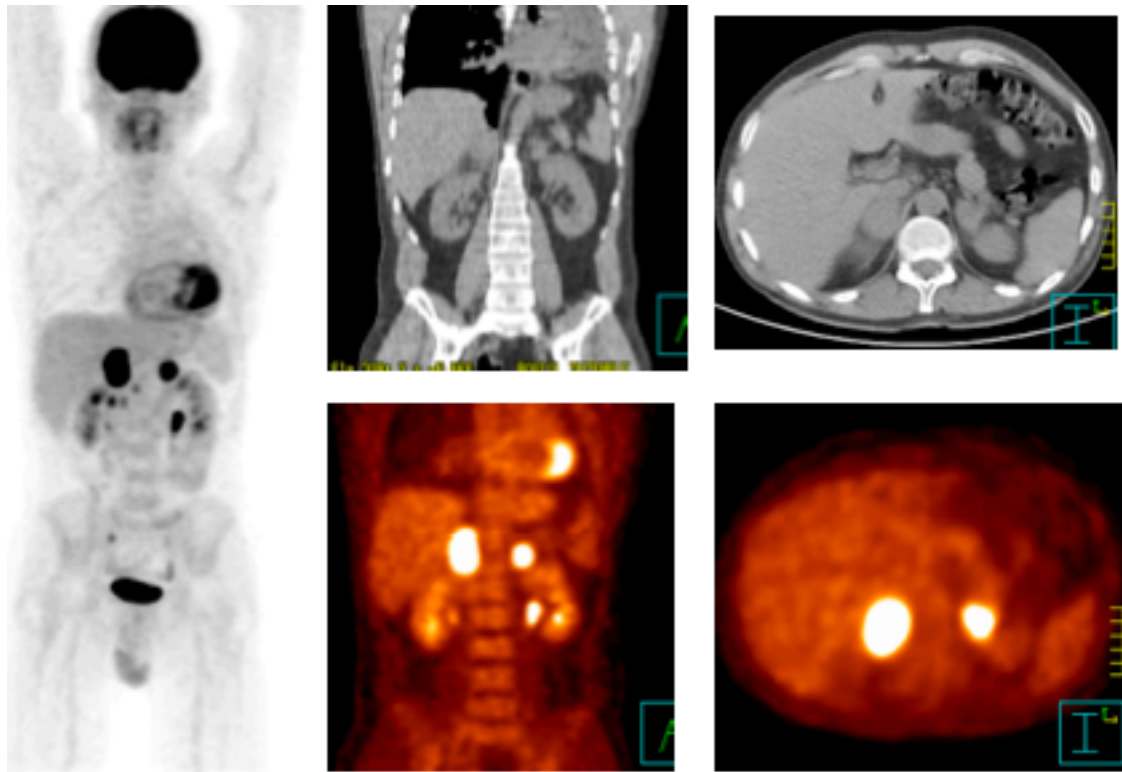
Mise en évidence grâce au couplage TEP-TDM, de métastases surrenaliennes chez un patient suivi pour une néoplasie pulmonaire.
